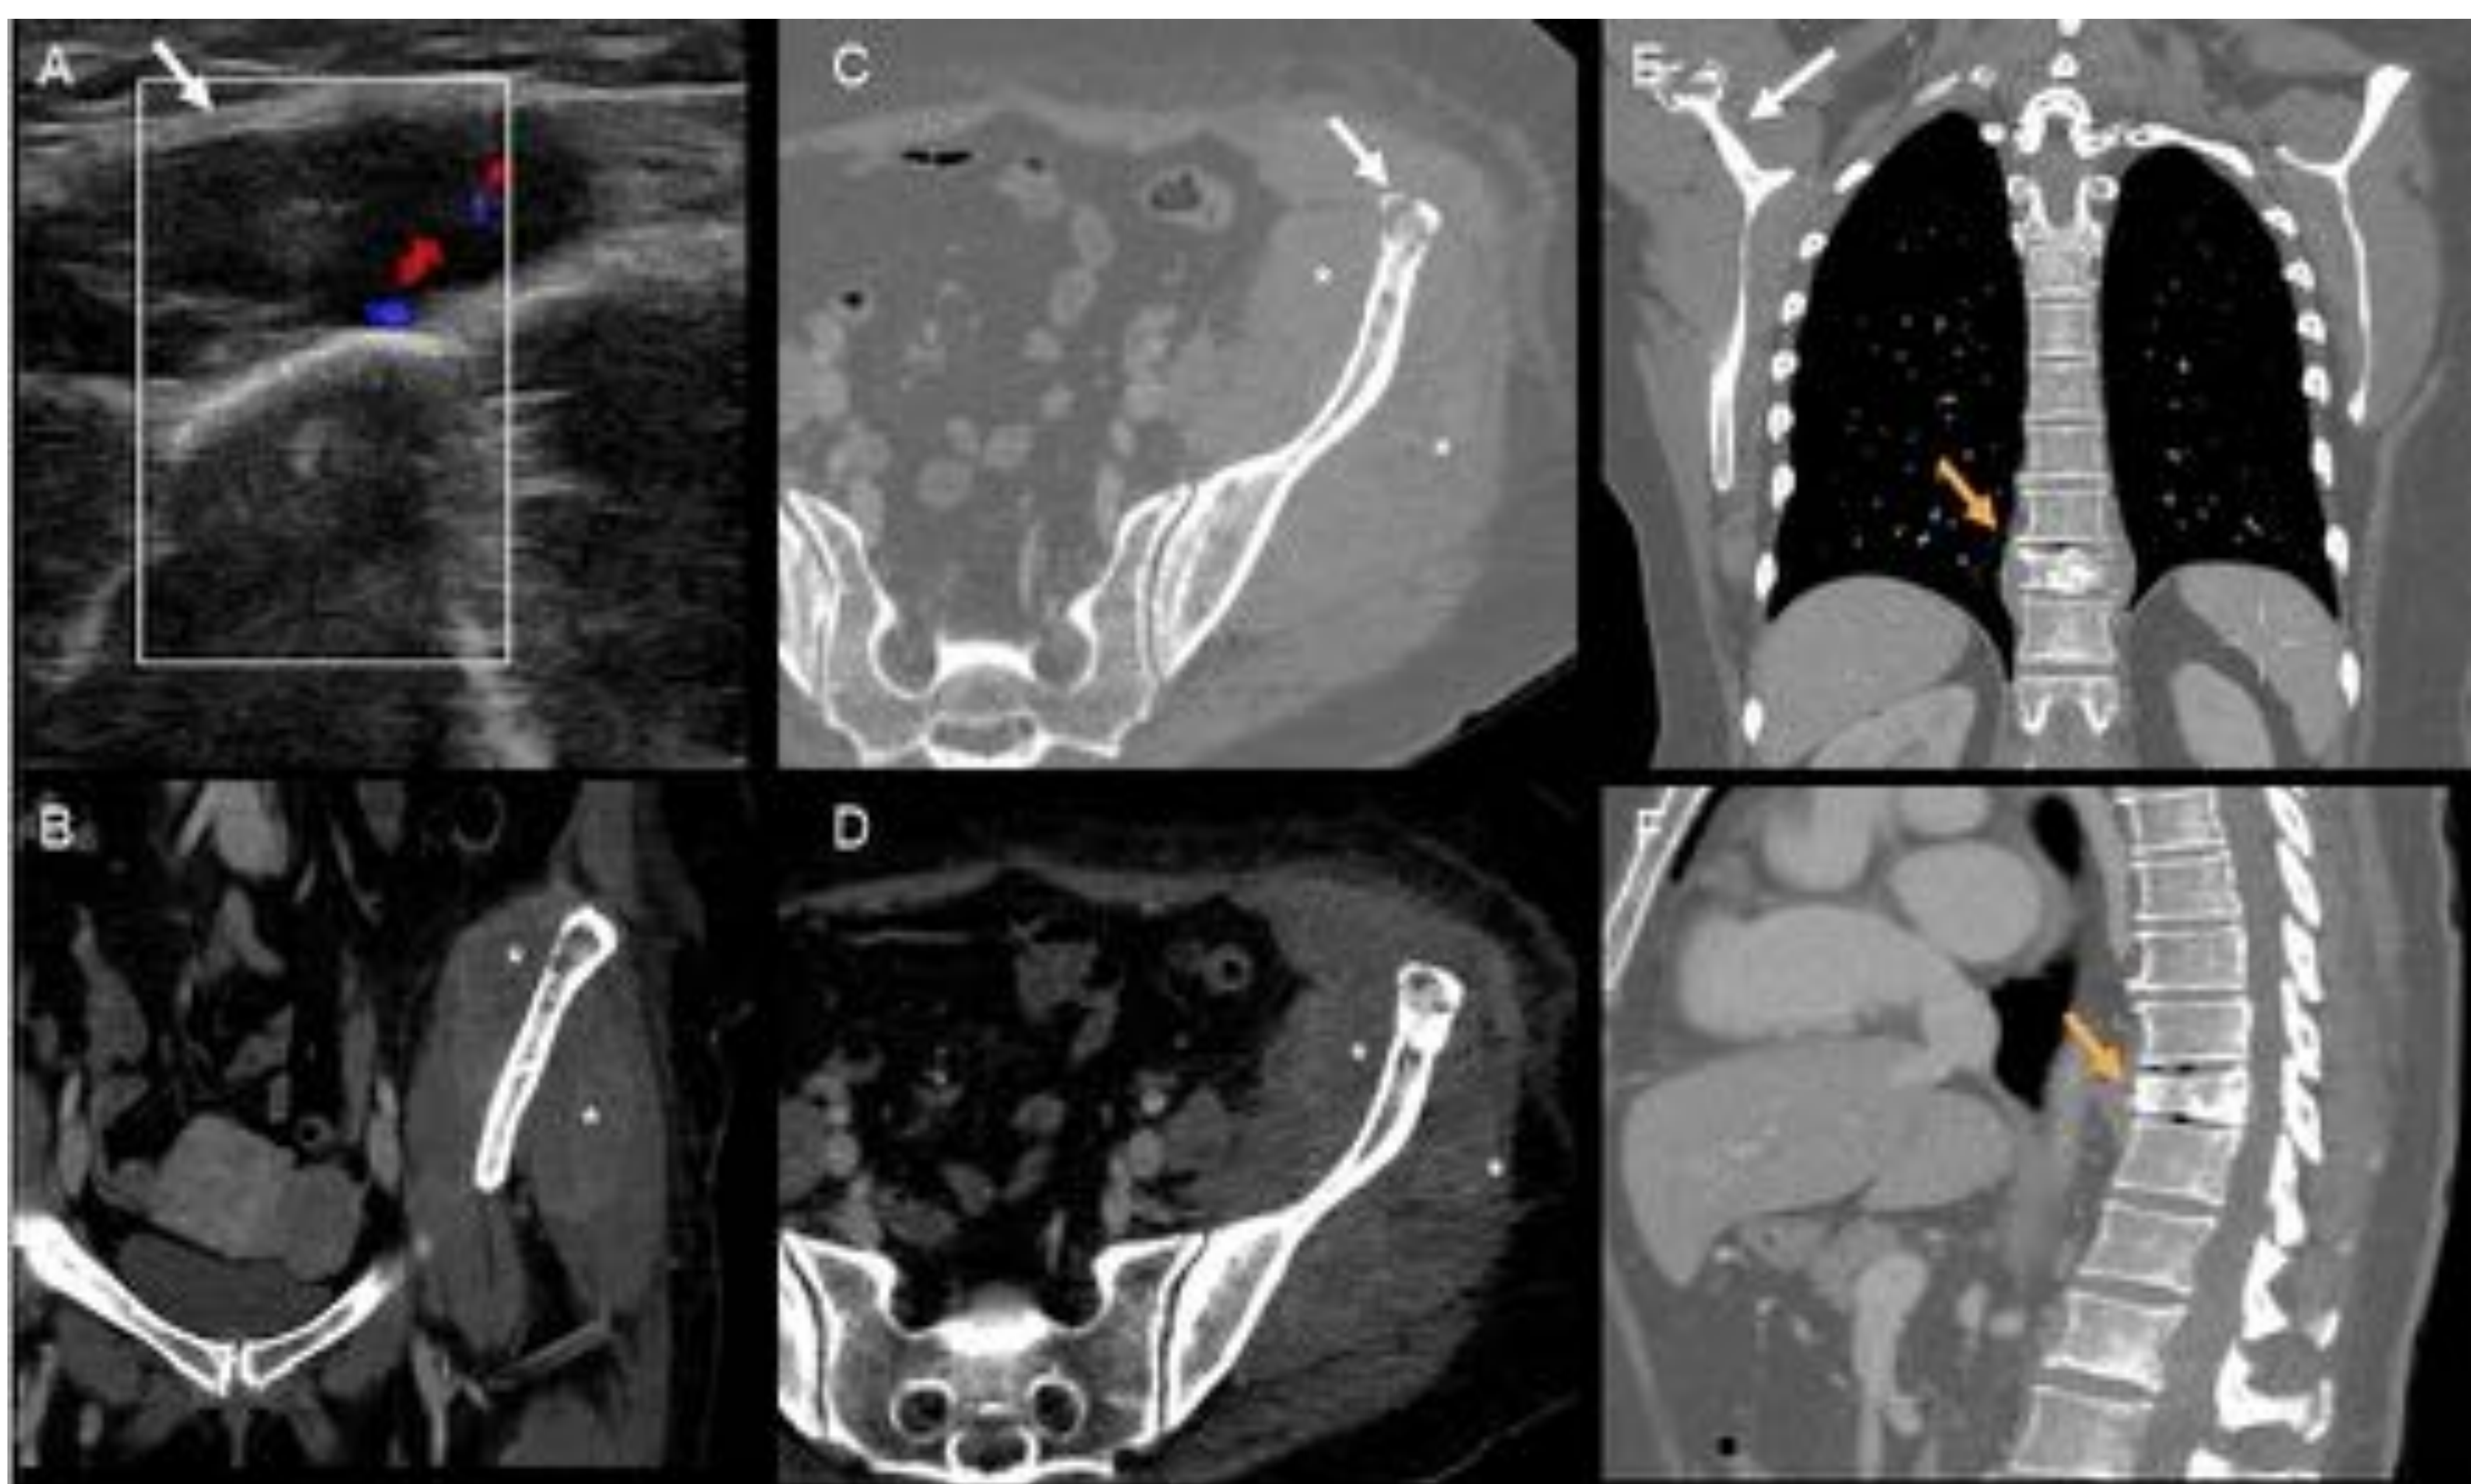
Linfoma óseo primario multifocal que afecta a la columna vertebral, hueso iliaco izquierdo y acromion derecho. Imagen de ecografía en la que se evidencia una masa hipoecogénica, mal delimitada y vascularizada que rodea la cresta iliaca (A) (flecha). La TC muestra una lesión lítica en la cresta iliaca (flecha en C) con importante masa de partes blandas asociada que realza moderadamente tras contraste (asteriscos en B,C y D) y lesiones líticas en acromion derecho (flecha en E) y cuerpo vertebral de T10 con masa de partes blandas paravertebral (flechas naranjas en E y F). La anatomía patológica reveló un linfoma no Hodgkin tipo B difuso de células grandes.
